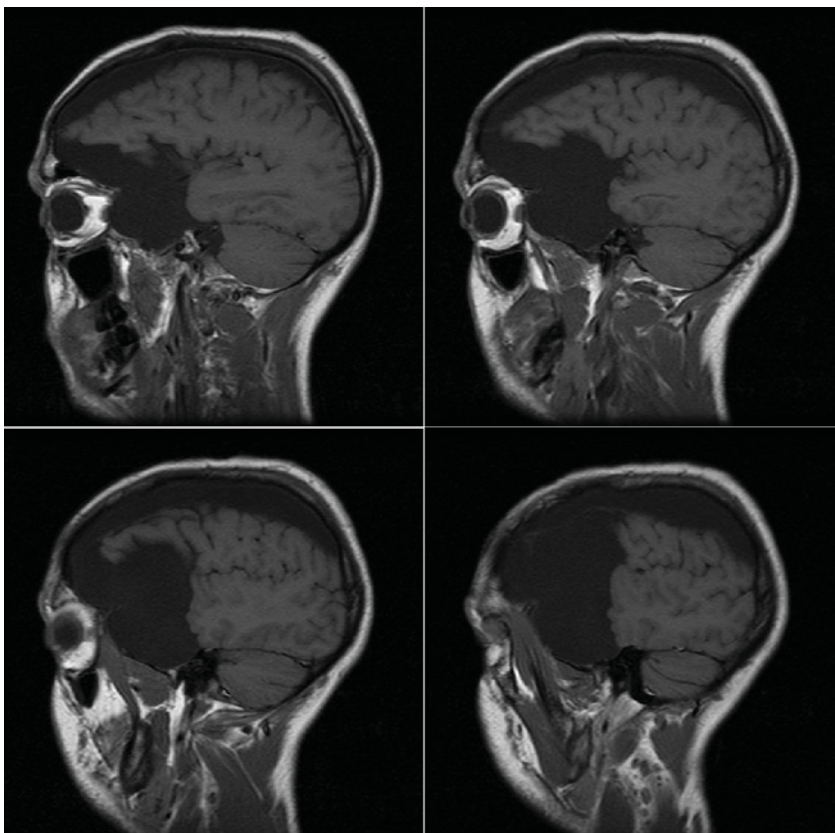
Imagen sagital T1 de RM de cráneo que muestra un voluminoso quiste aracnoideo temporal izquierdo y la presencia de una colección subdural hipointensa de localización fronto-temporo-parietal izquierda.
